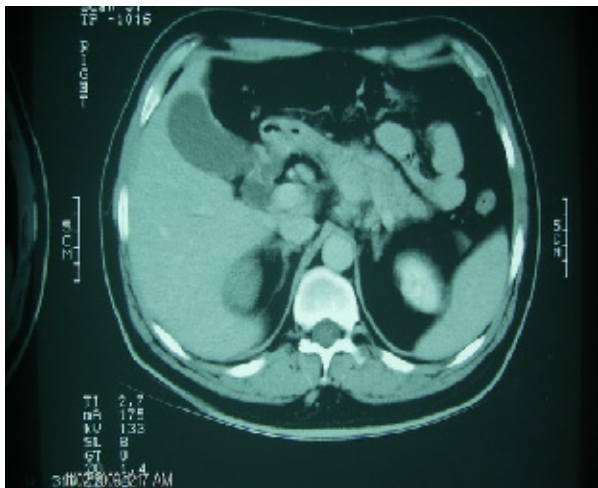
tomografie computerizată: cancer cap pancreas. Dilatația veziculei biliare și a căi biliare principale.
